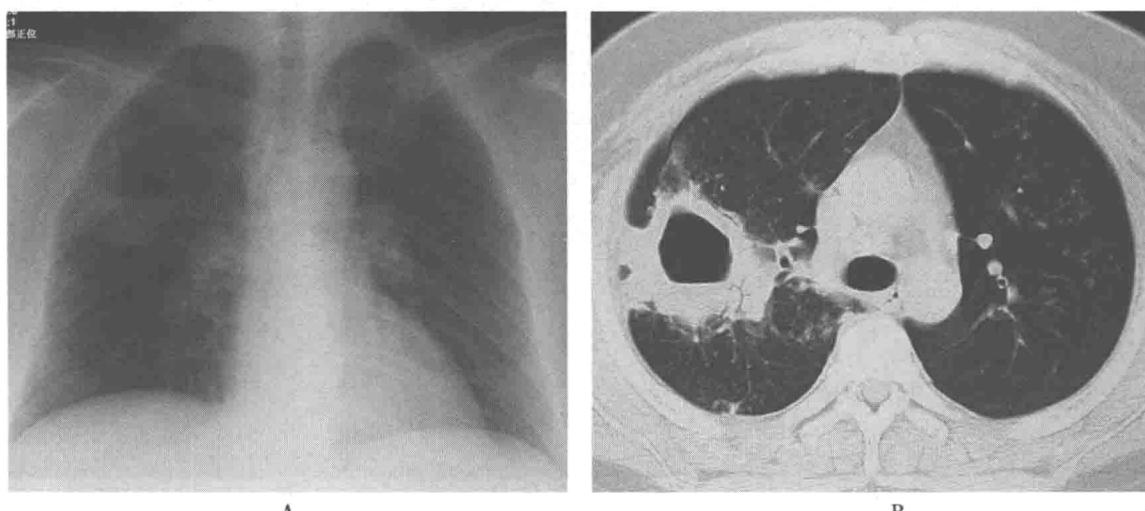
胸部正位平片(A)显示右上肺一空洞影，呈厚壁，外壁较模糊，内壁清楚锐利，下部可见气液平面，其外下方肺野密度增高，下缘边界锐利以水平裂为界，略向下膨隆，空洞影上方可见些小斑状阴影，右下肺及左侧肺野未见明显异常阴影，纵隔心影未见异常，两侧肋膈角锐利；CT肺窗(B)显示右上叶后段空洞病变，内壁光滑锐利，厚壁且部分可见支气管充气征，周围可见些小叶中心模糊影和小点状阴影，左上叶也可见小点状影，沿血管支气管分布
